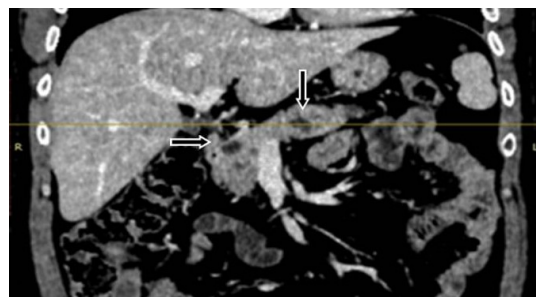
TC de abdome com contraste (28/03/2019). Múltiplas lesões hipovasculares mal delimitadas no parênquima pancreático, com destaque para alterações na área do corpo e da cauda (setas).
